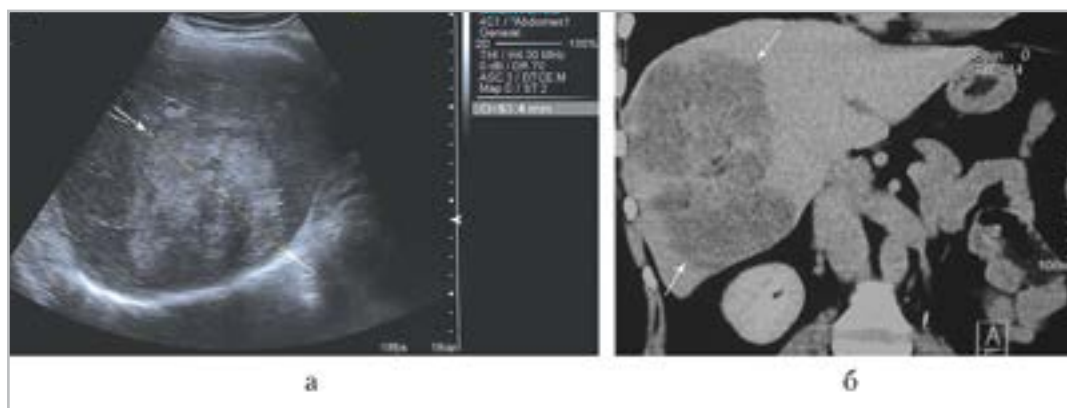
Эхограмма (а) и компьютерная томограмма в коронарной проекции (б): в правой доле печени определяется гетерогенное образование размером более 9 см (стрелки)
